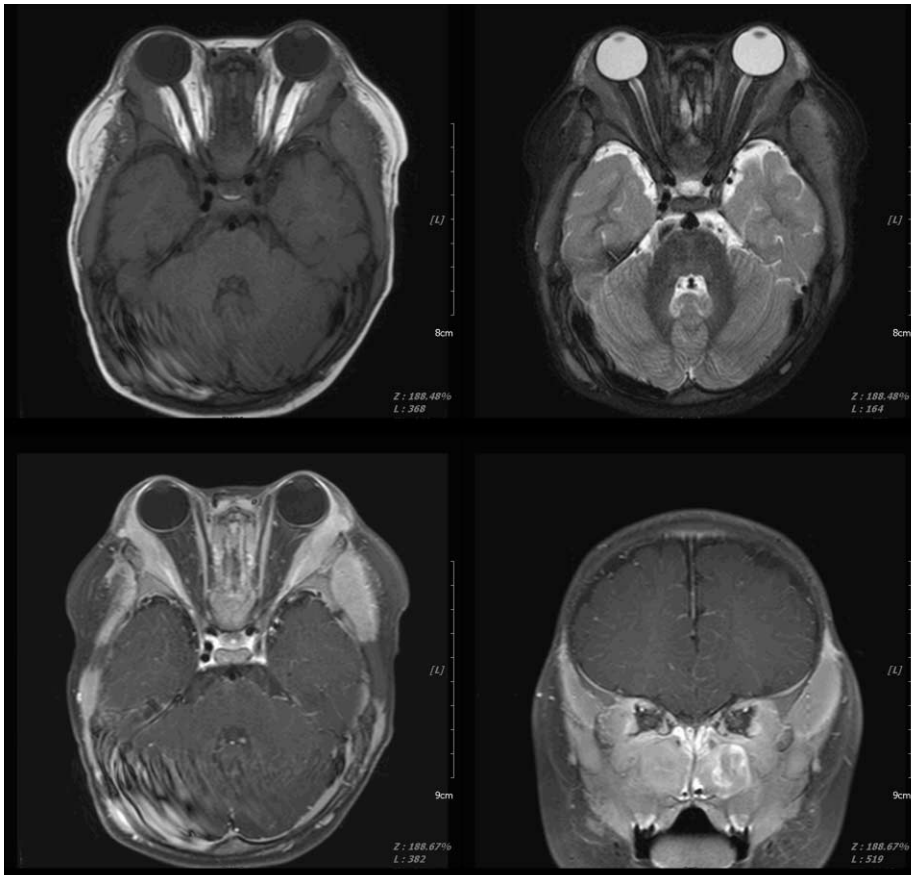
Contrast-enhanced orbital MR in the same patient. T1-weighted (Left upper) and T2-weighted (Right upper) axial images at the level of optic nerve showed iso-intense masses surrounding the bilateral lesser wings of sphenoid bone. On contrast-enhanced T1-weighted axial image (Left lower), the masses were homogeneously and strongly enhanced. Coronal image (Right lower) at the maxillary infundibular level presented homogeneous and strong enhancement in the bilateral peri-orbital soft tissue, temporal bone, maxilla, zygoma and surrounding soft tissue.
